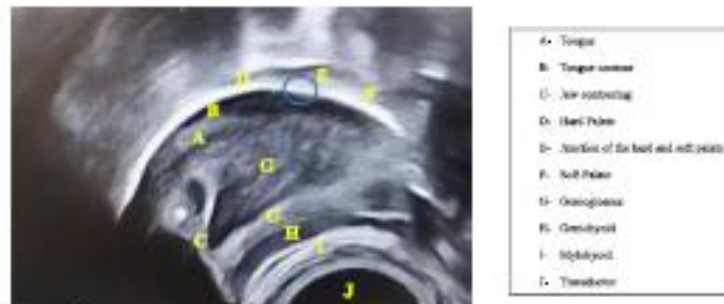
Ultrasound imaging of the tongue at rest to identify anatomical structures
